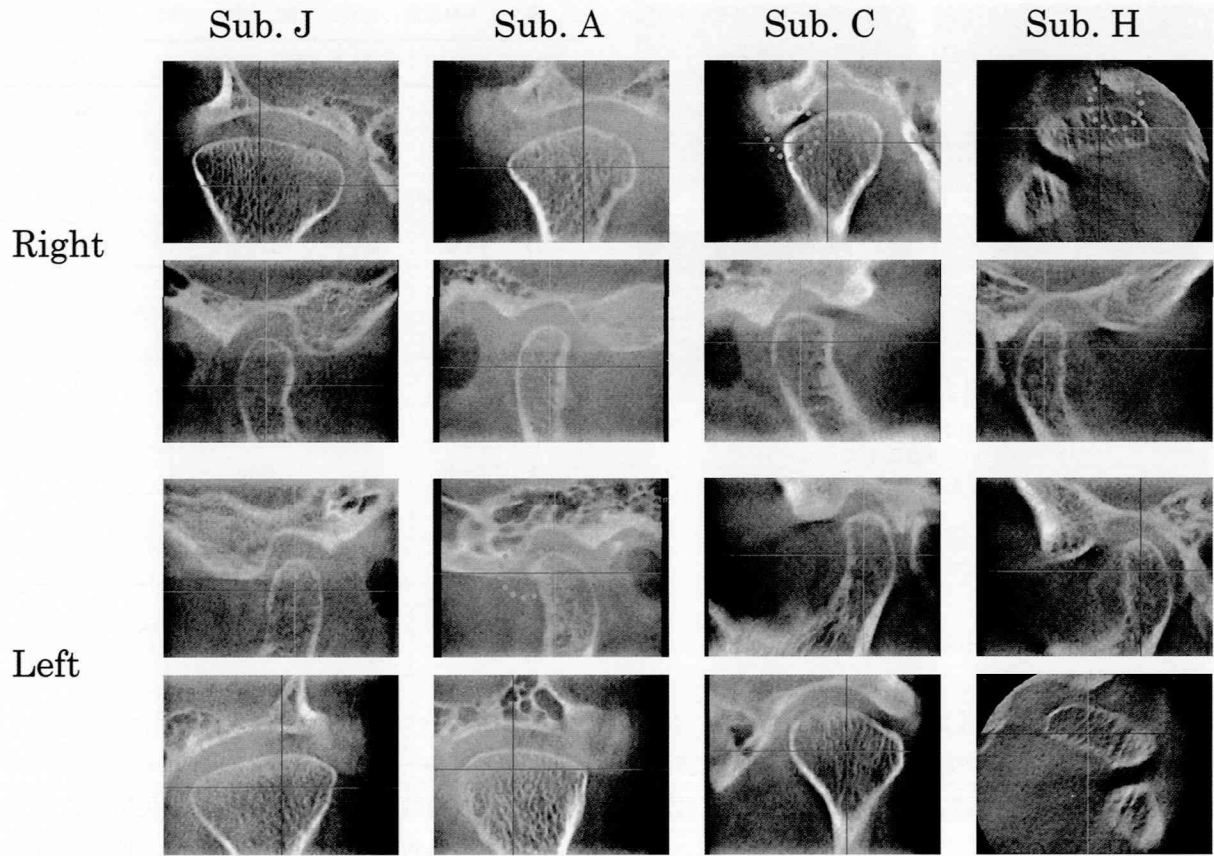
顎関節のレントゲン画像による評価の代表例（3DX Multi-Image Micro CT，モリタ）
